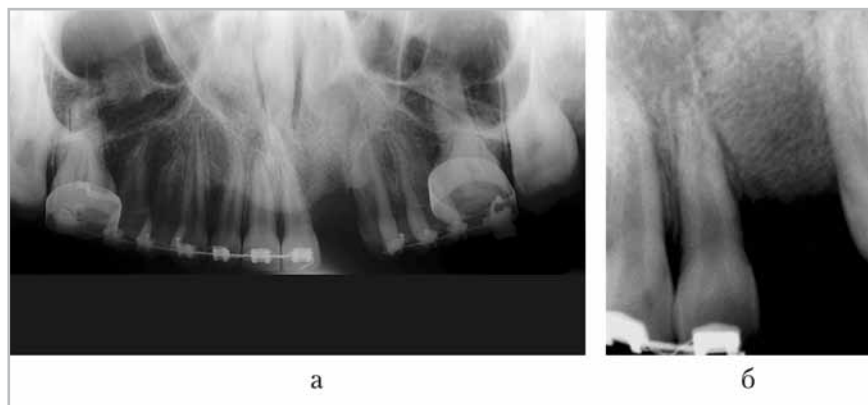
Рентгенограммы пациента с врожденной левосторонней расщелиной альвеолярного отростка на 14-е сутки после КПАО. Зона костного дефекта заполнена однородным участком кортикально-губчатого вещества, плотно прилегающего к окружающей костной ткани: *а* — панорамная микрофокусная рентгенограмма с увеличением: определяется равномерное заполнение трансплантатом костного дефекта; *б* — микрофокусная радиовизиограмма верхней челюсти на уровне зубов 2.1–2.3: визуализируется трабекулярная структура костного материала и степень его прилегания к альвеолярному отростку
